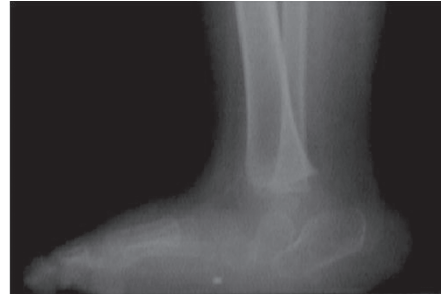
B- PEV da iki yönlü ayak-ayak bileği grafisi.
